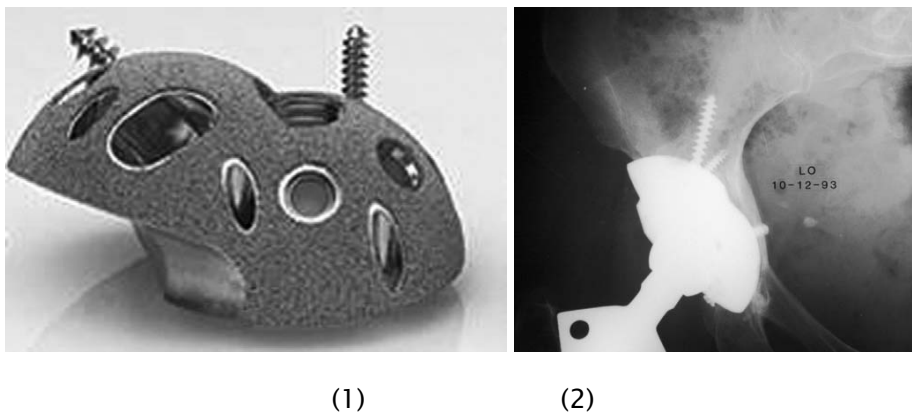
Image de cupule oblongue (1), Radiographie de reconstruction par cupule oblongue sans greffe (2)
